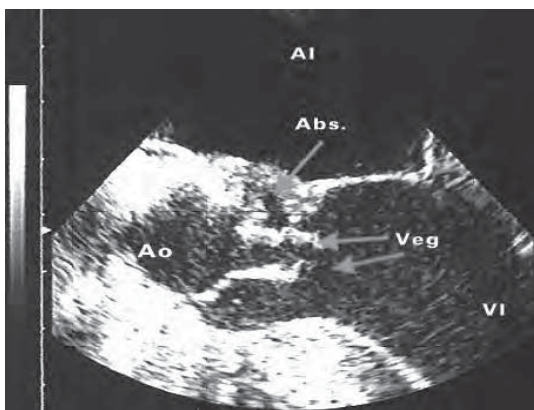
/5. Ecocardiograma transesofágico. Plano transversal del tracto de salida del VI. La flecha señala un absceso (Ab) en la fibrosa intervalvar mitro aórtica. Se observan dos vegetaciones (Veg.) adheridas a las valvas no coronariana y coronariana derecha aórticas que protruyen dentro del tracto de salida del VI.
